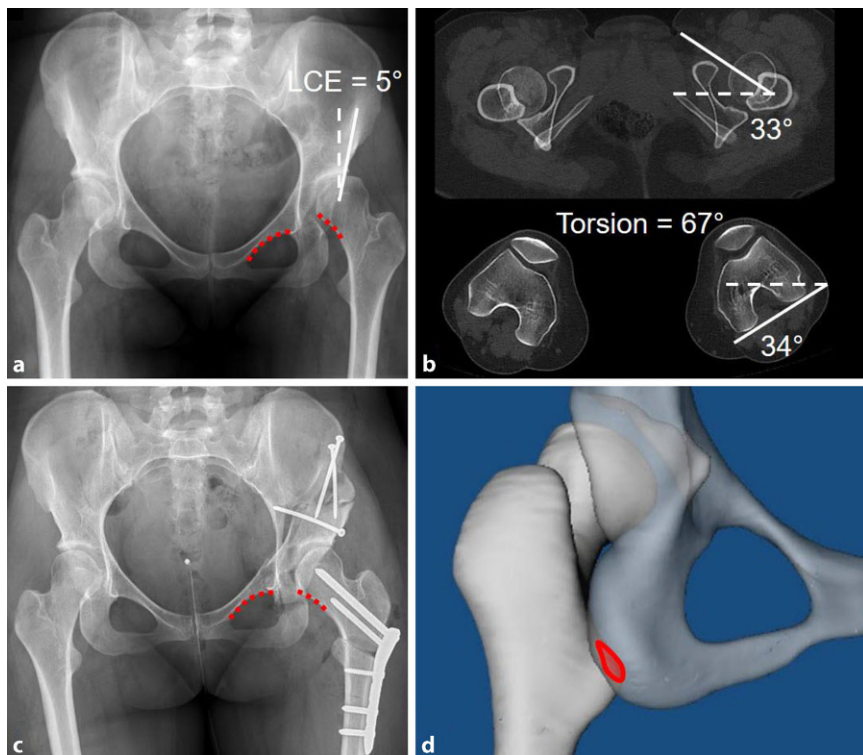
▲ 25-jährige Patientin mit chronischen Leistenschmerzen links. a Im a.-p. Beckenübersichtsbild zeigt sich eine dysplastische Hüfte links mit einem LCE (Lateral-Centrum-Erker-Winkel) von 5° sowie einer unterbrochenen Shenton-Linie (rote Linie). b In der präoperativen CT zeigt sich eine erhöhte femorale Torsion von 67° links. c Zur Optimierung der azetabulären Überdachung der Hüfte wurde eine periazetabuläre Osteotomie durchgeführt, zudem eine subtrochantäre Rotationsosteotomie zur Korrektur der femoralen Torsion. Die Shenton-Linie (rote Linie) ist nun nicht mehr unterbrochen. d 3-D-Animation der CT zeigt präoperativ ein posteriores extraartikuläres Impingement bei Extension, Ad-duktion und Außenrotation. Sicht von dorsal
